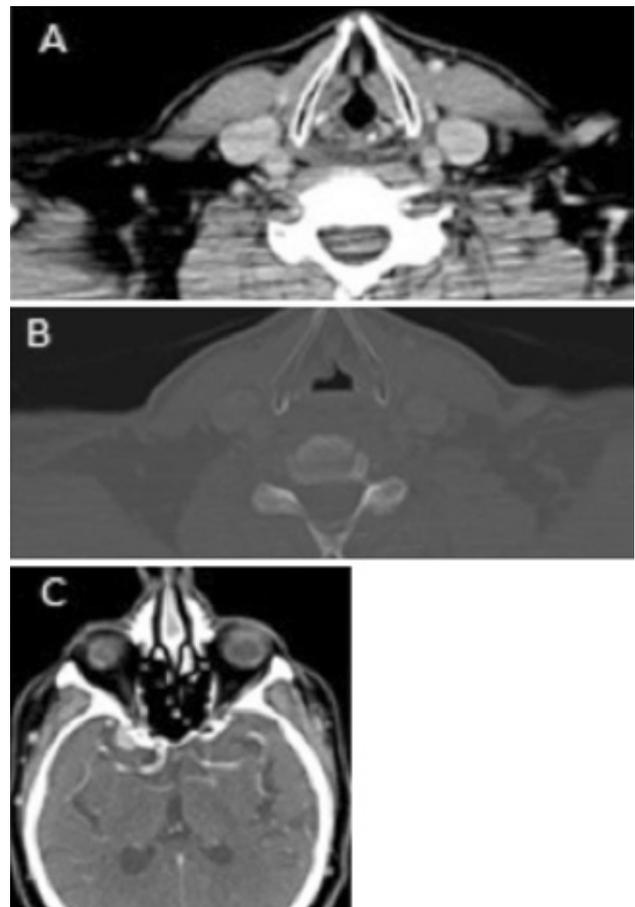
TAC sin alteraciones significativas a nivel de faringolaríngeo (A, B). En la imagen C se observa un posible meningioma de 1 cm en la apófisis clinoides anterior derecha como hallazgo casual.
